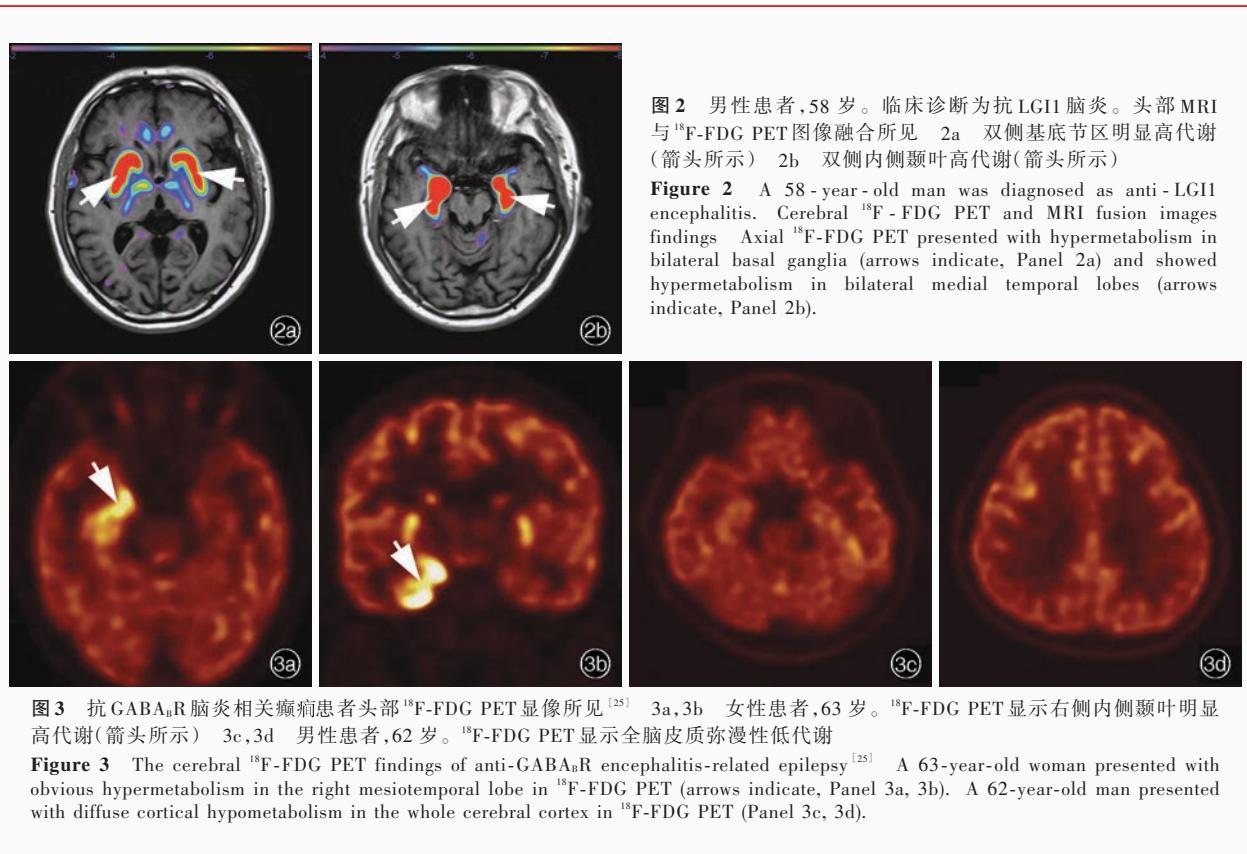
抗GABA<sub>A</sub>R脑炎相关癫痫患者头部<sup>18</sup>F-FDG PET显像所见<sup>[25]</sup> 3a,3b 女性患者,63岁。<sup>18</sup>F-FDG PET显示右侧内侧颞叶明显高代谢(箭头所示) 3c,3d 男性患者,62岁。<sup>18</sup>F-FDG PET显示全脑皮质弥漫性低代谢
